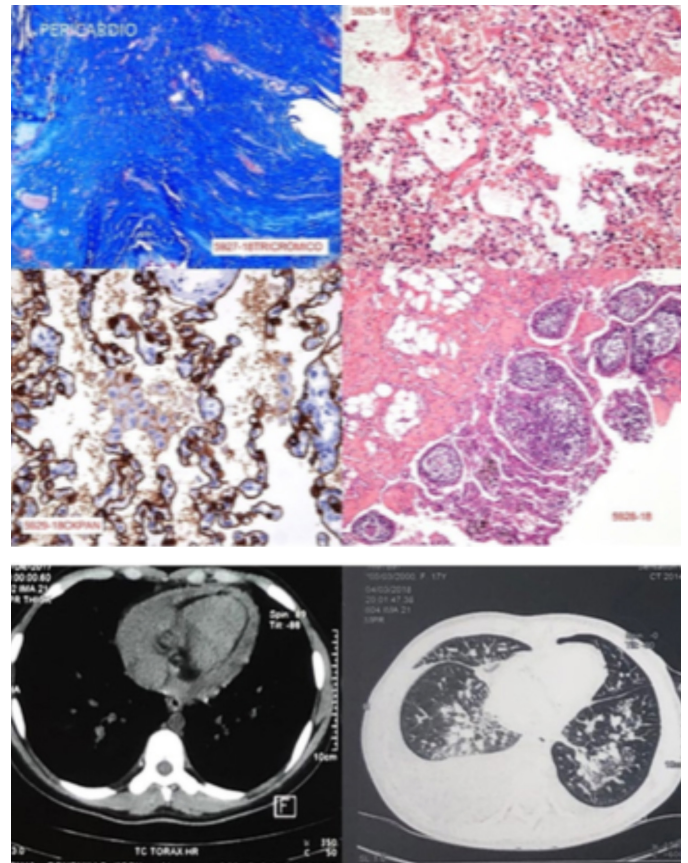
TAC de tórax: diseminación broncogénica, patrón micronodular e intersticial, varios nódulos, pericárdico moderado
